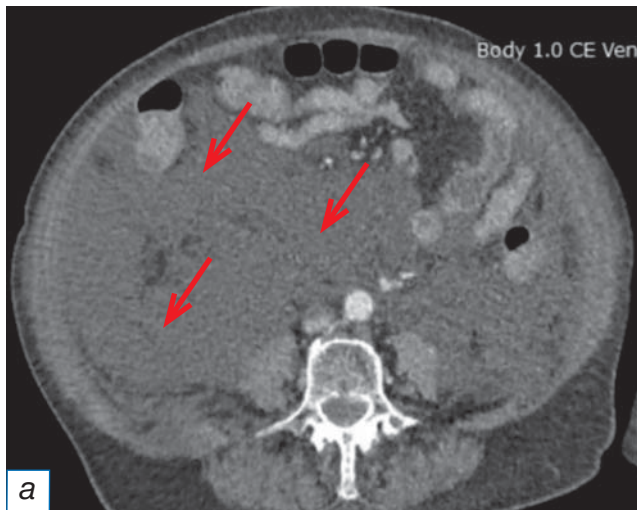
Свободная жидкость в брюшной полости (стрелки на изображениях а, б) по данным компьютерной томографии.
